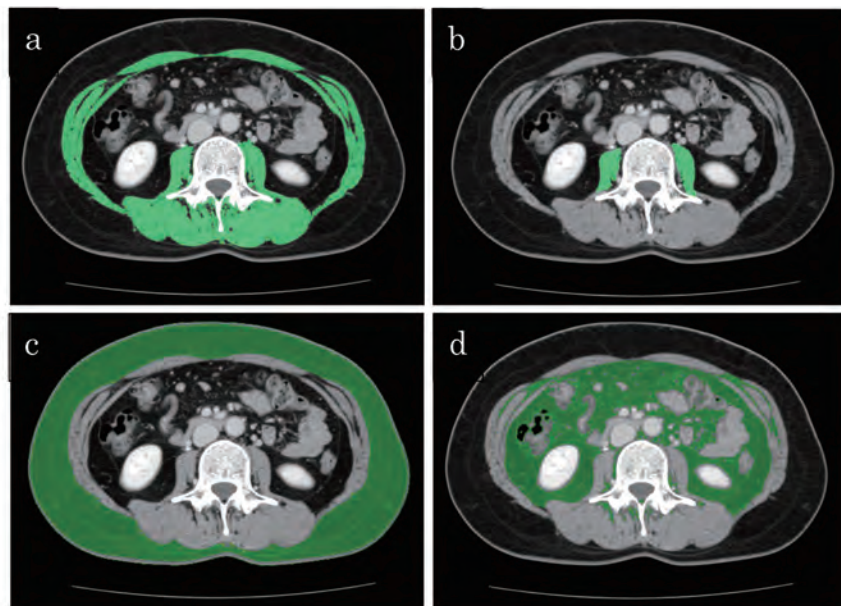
CT画像を用いた筋肉面積および脂肪面積の測定
